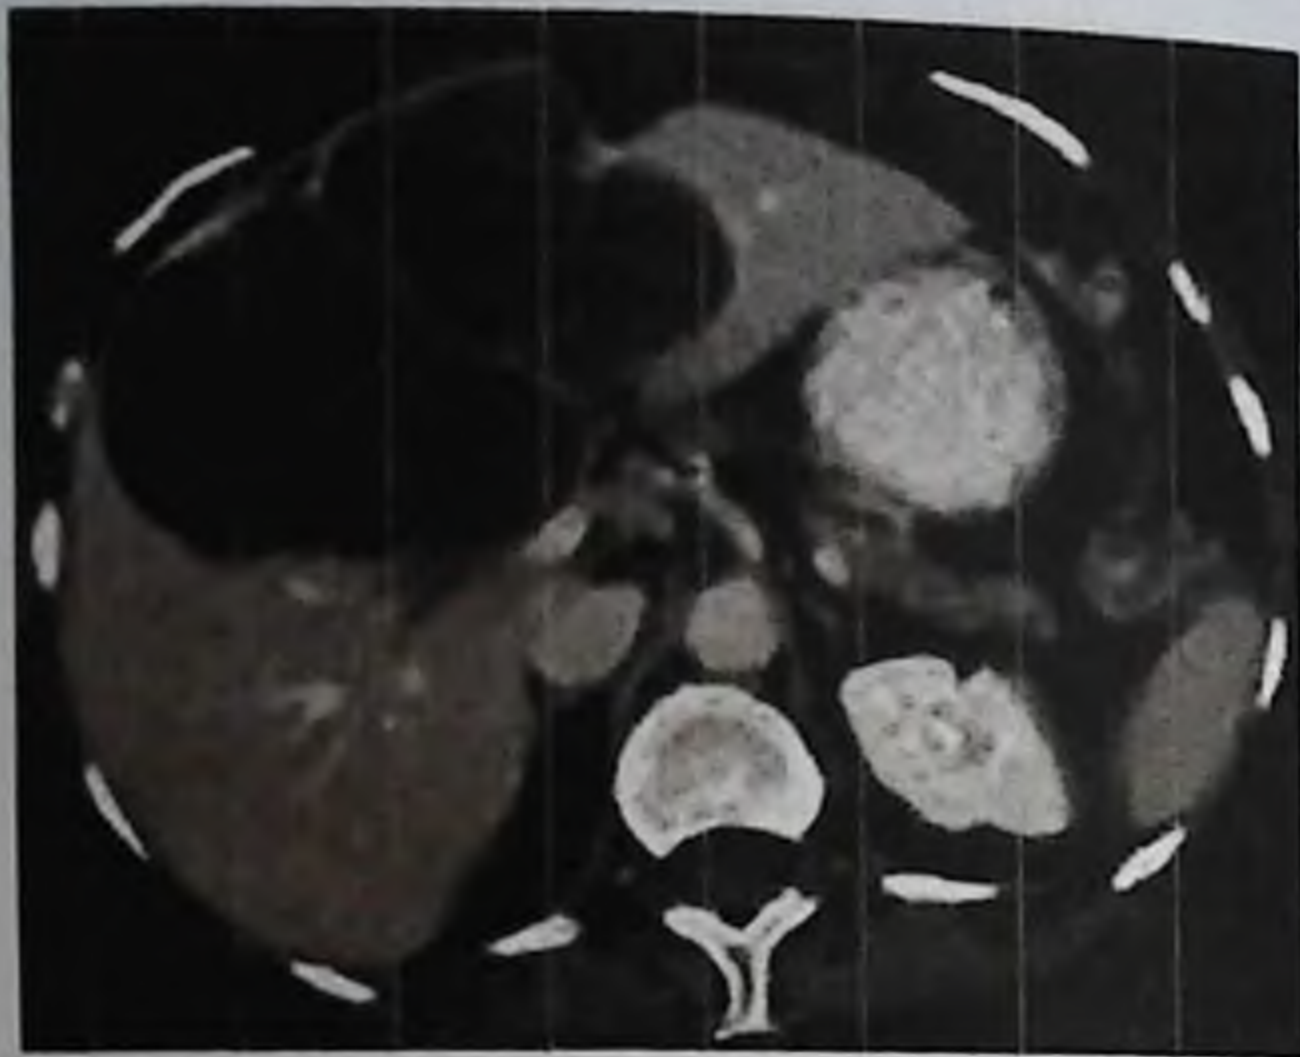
КТ. Множественные кисты печени
